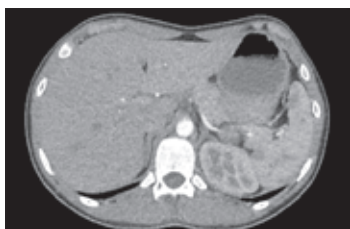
КТ органов брюшной полости от 15.09.2025
